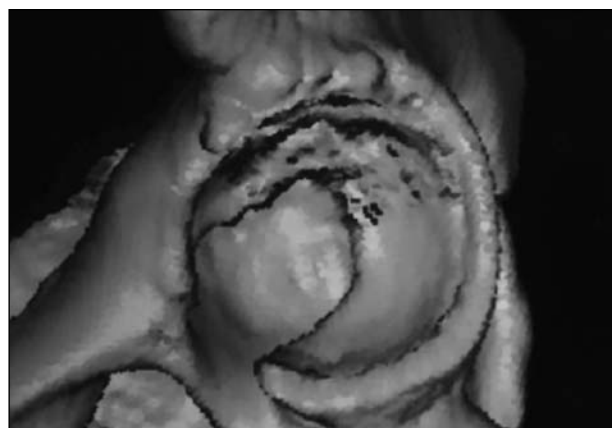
Tomografía computarizada con reconstrucción 3D.
